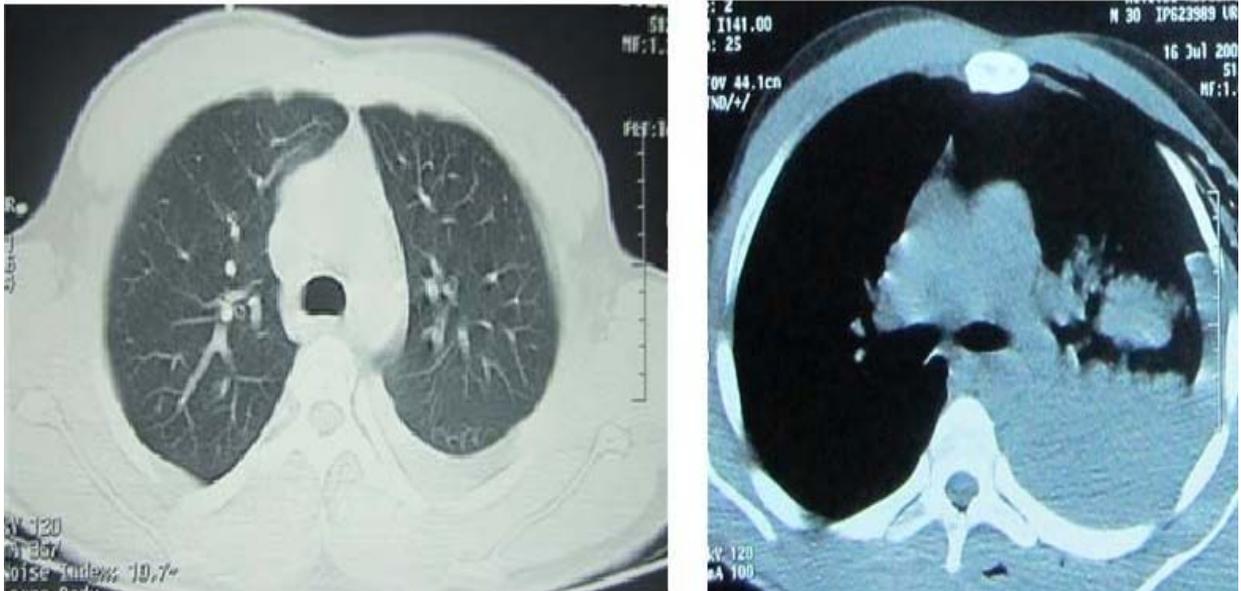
TDM thoracique : Hémithorax gauche isolé
